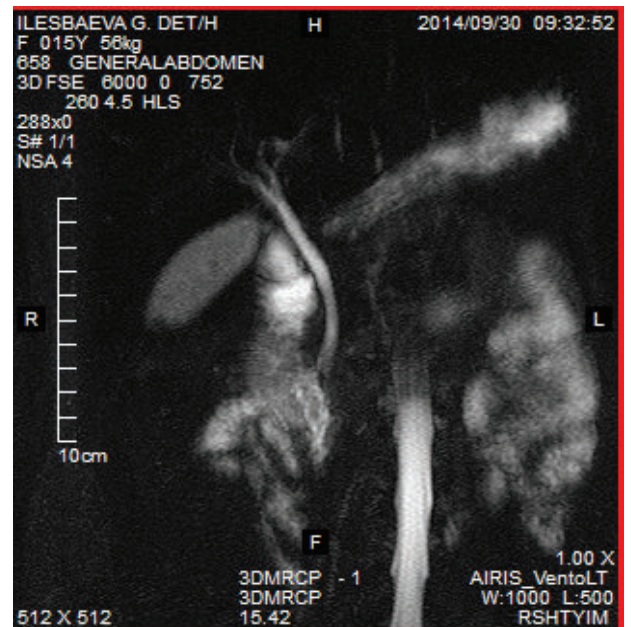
МРТ-признаки конкрементов в желчном пузыре.
